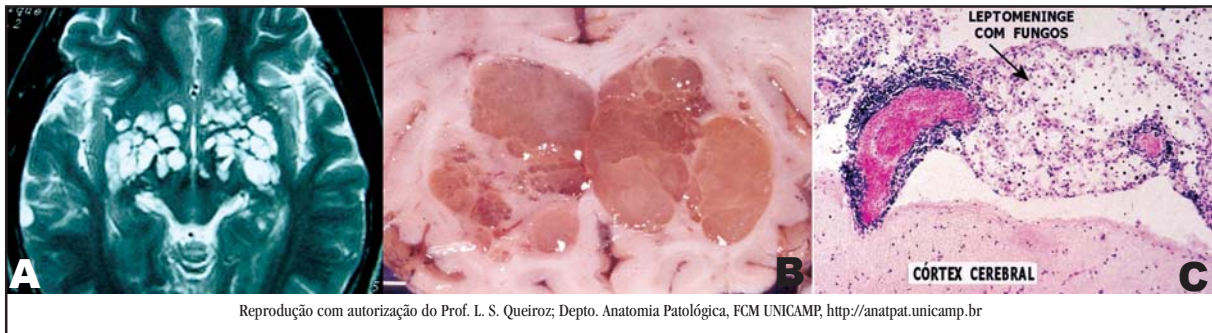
A: Corte axial T2: Lesões com intenso hipersinal, indicando alto grau de hidratação. B: Aspecto macroscópico correspondente à imagem acima da ressonância magnética. C: Spectos histológicos na criptococose cerebral. Os fungos crescem abundantemente na leptomeninge. Neste caso há reação inflamatória linfocitária perivascular discreta, mas mesmo esta pode faltar. A partir do espaço subaracnóideo os fungos penetram nos espaços de Virchow-Robin (espaços perivascular dentro do tecido nervoso) formando pequenos cistos cheios de fungos. Os vasos podem ser comprimidos, resultando isquemia e edema cerebral. Os parasitas ficam separados entre si pelas suas cápsulas. O crescimento é por brotamento simples.
